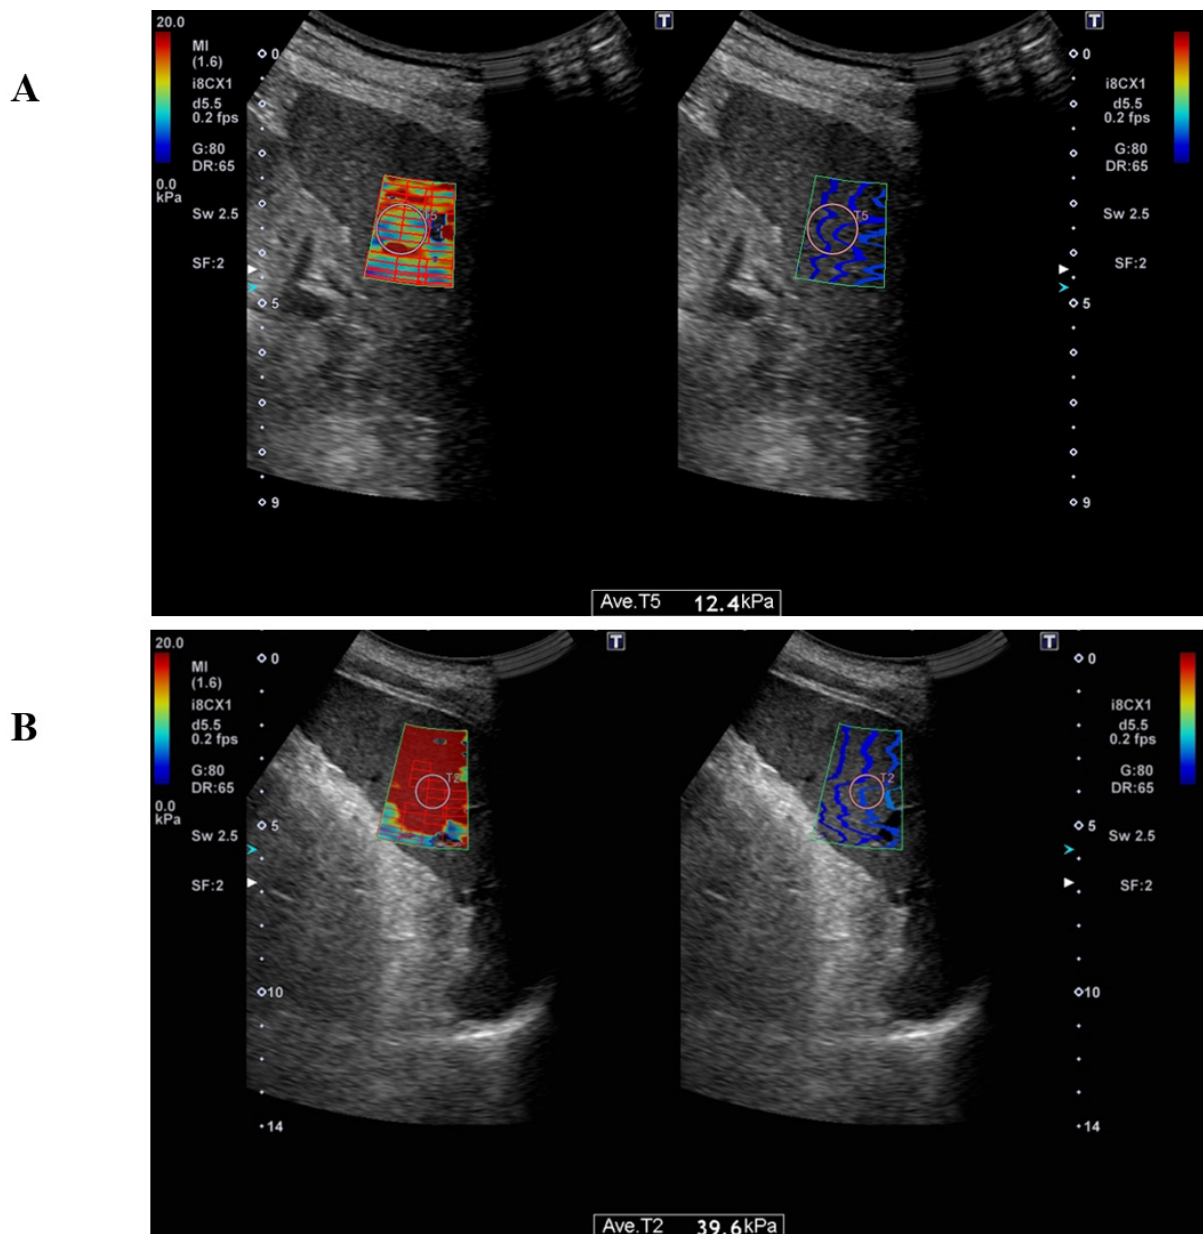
超音波エラストグラフィ法による脾硬度の測定
